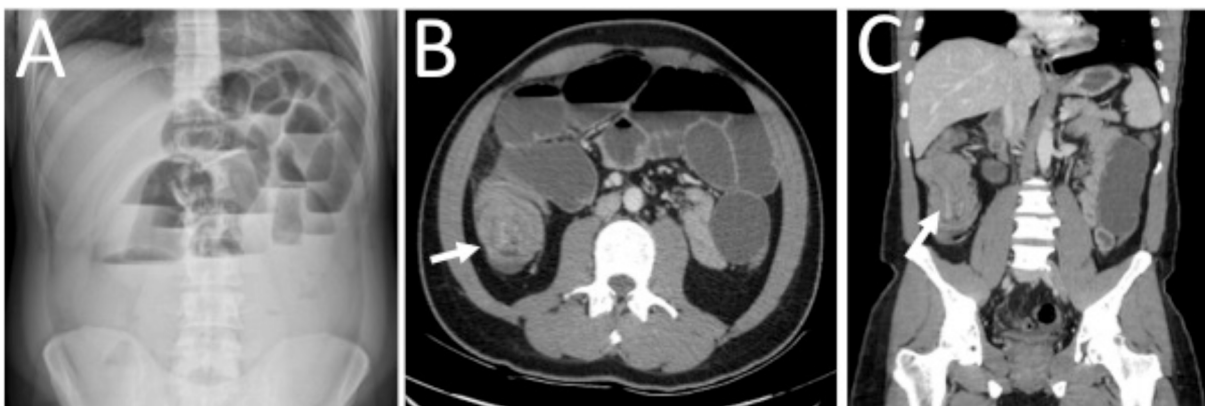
A. Radiografía abdominal en bipedestación. Dilatación de asas de intestino delgado, niveles hidroaéreos y edema de pared. B. Tomografía computarizada. Corte axial. Imagen en “diana” en fosa ilíaca derecha sugestiva de invaginación ileocecal (flecha). C. Tomografía computarizada. Corte coronal. Imagen “en salchicha” en fosa ilíaca derecha sugestiva de invaginación ileocecal (flecha).
